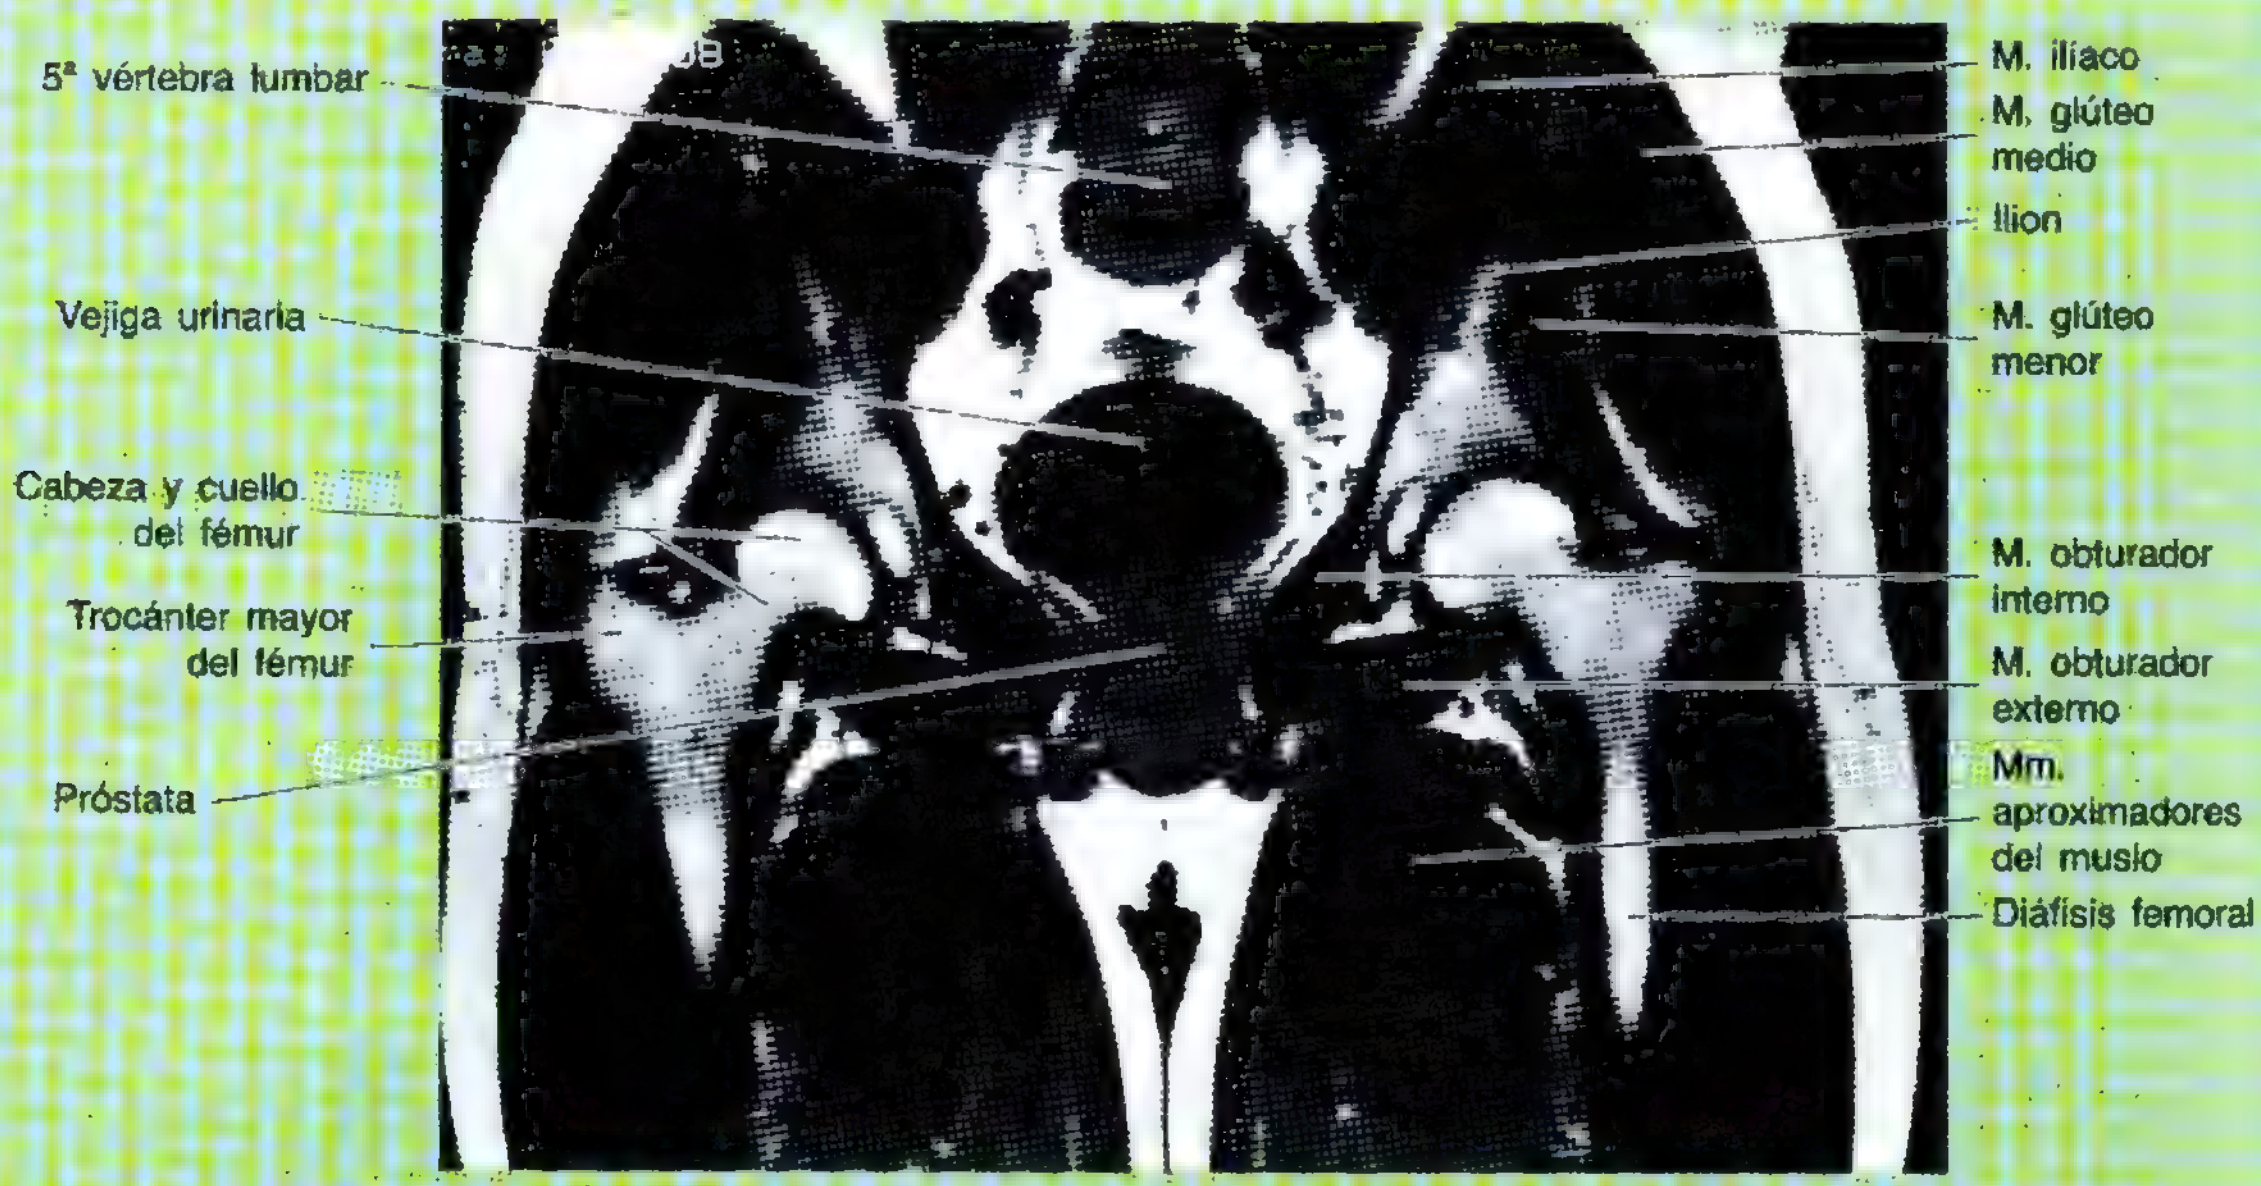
RM coronal de la pelvis masculina. (Cortesía del Dr. W. Kucharczyk, Prof. y Director, Departamento de Imagen Médica, Universidad de Toronto, y Director Clínico del Centro de Resonancia Trihospitalario, Toronto, Ontario, Canadá.)
